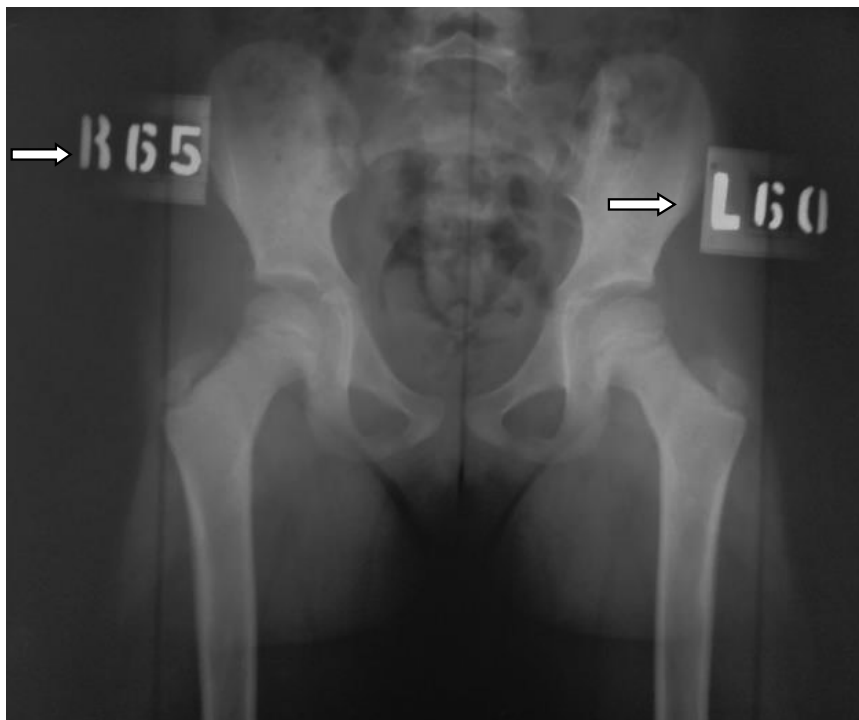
Рентгенограма кульшових суглобів у розміщенні власним способом (стрілочками позначено кут внутрішньої ротації – правий і лівий, відповідно, який відповідає клінічно визначеній торсії стегнових кісток за Ruwe)
